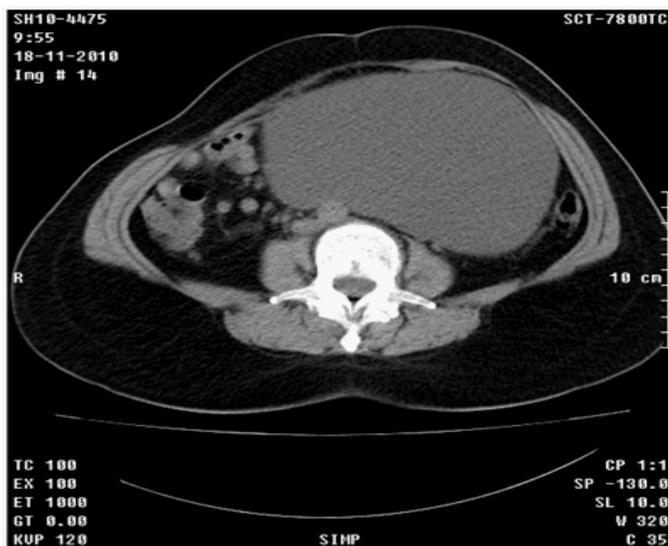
Tomografía simple de abdomen e hipogastrio. En el ovario izquierdo hay una gran imagen tumoral quística de 170 x 160 mm que crece hacia arriba extendiéndose hasta el mesogastrio y abombando la pared anterior que desplaza los órganos de la cavidad abdominal incluyendo las estructuras vasculares hacia el lado contralateral.
